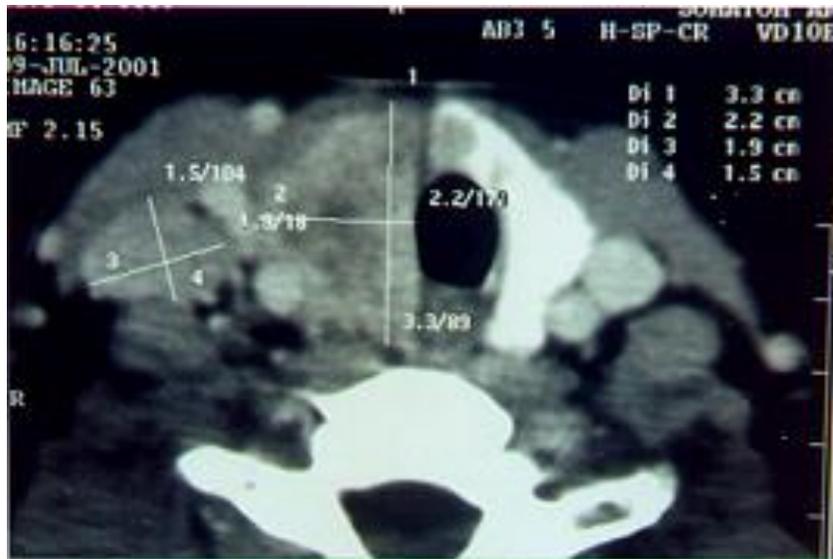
Tomografía computarizada de cuello para evaluar la extensión tumoral de cáncer de tiroides. Se observa una gran lesión tiroidea en el lado derecho con gran crecimiento ganglionar metastásico ipsilateral y desplazamiento contralateral de la tráquea
